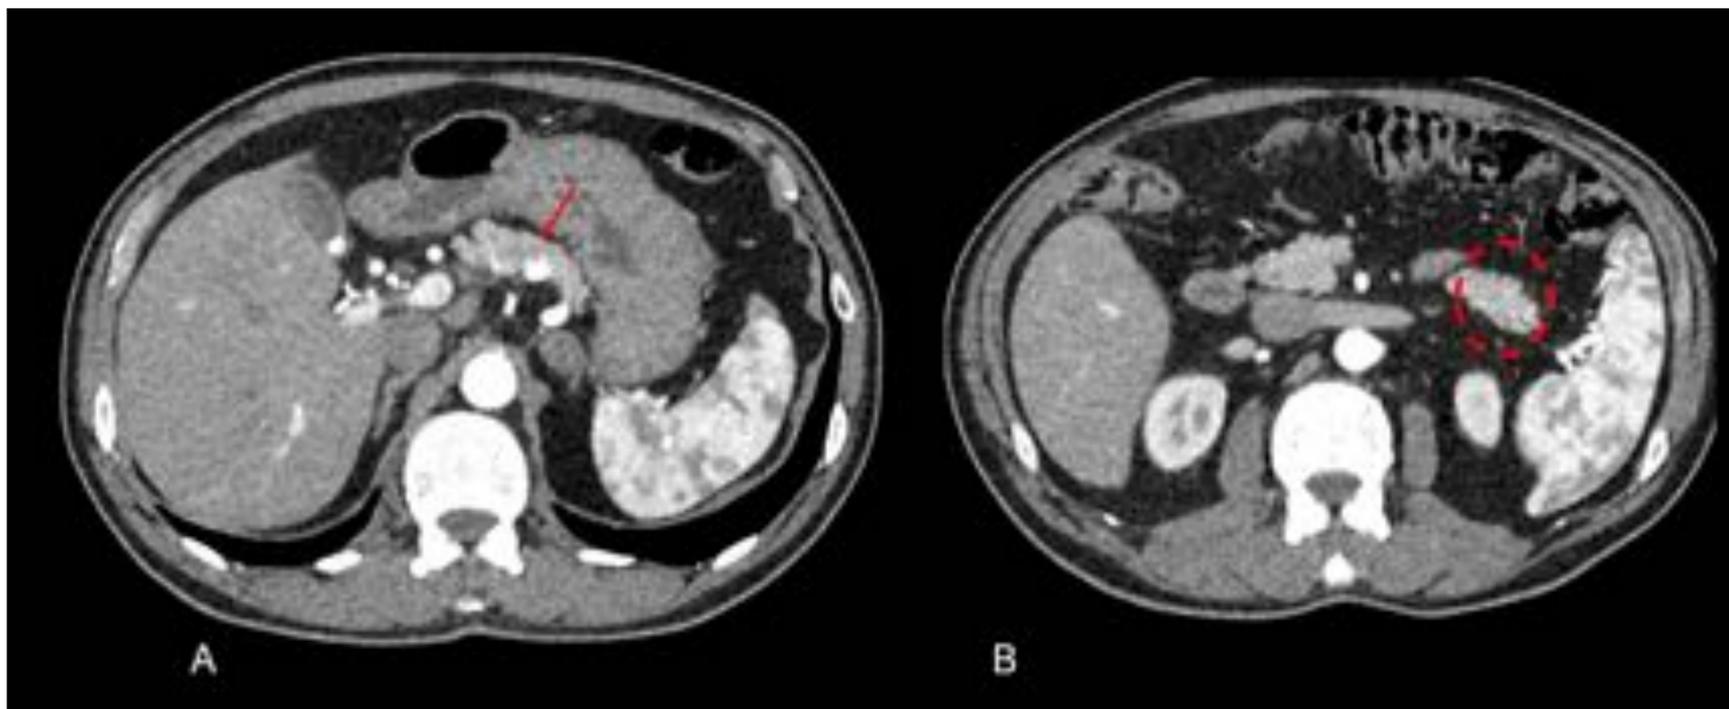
A y B: TC axial con contraste intravenoso en fase arterial. MAV en unión cabeza-cuerpo pancreático ( flecha roja en A) y de varias MAVs puntiformes en cola pancreática ( círculo en B). Hospital Universitario de Bellvitge.
